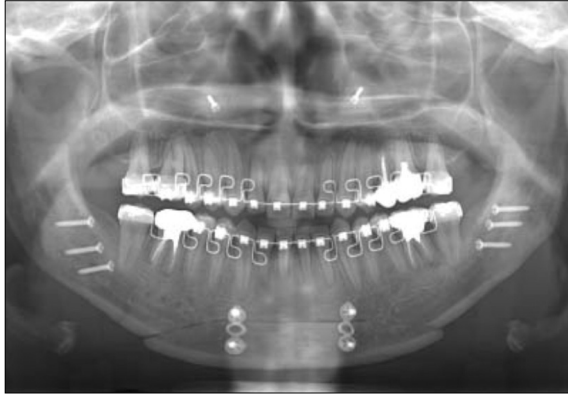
Postoperative Radiograph Showing Bicortical Screw Fixation
